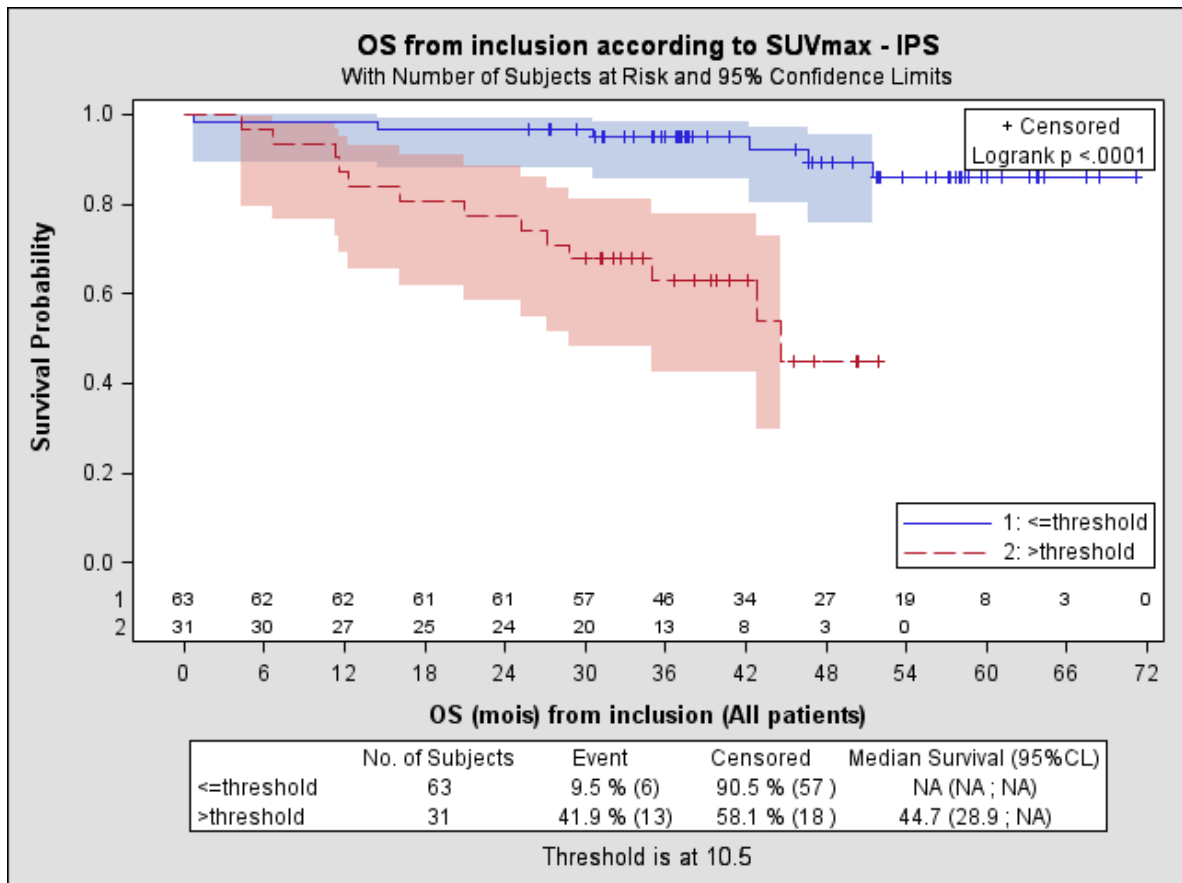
Représentation de la survie globale selon la SUVmax avec un seuil à 10.5
